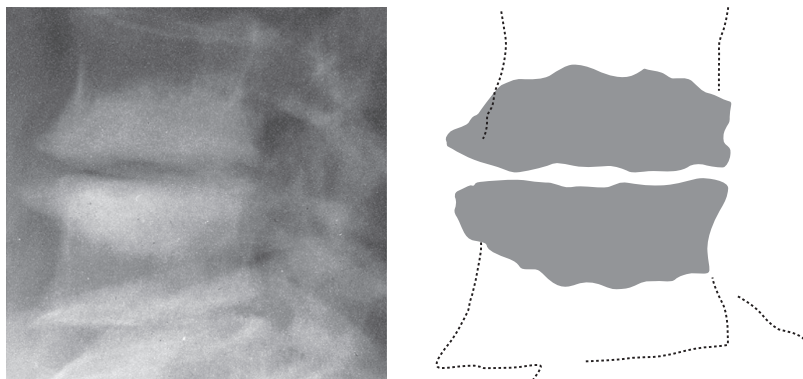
Рентгенологические признаки спондилеза.
